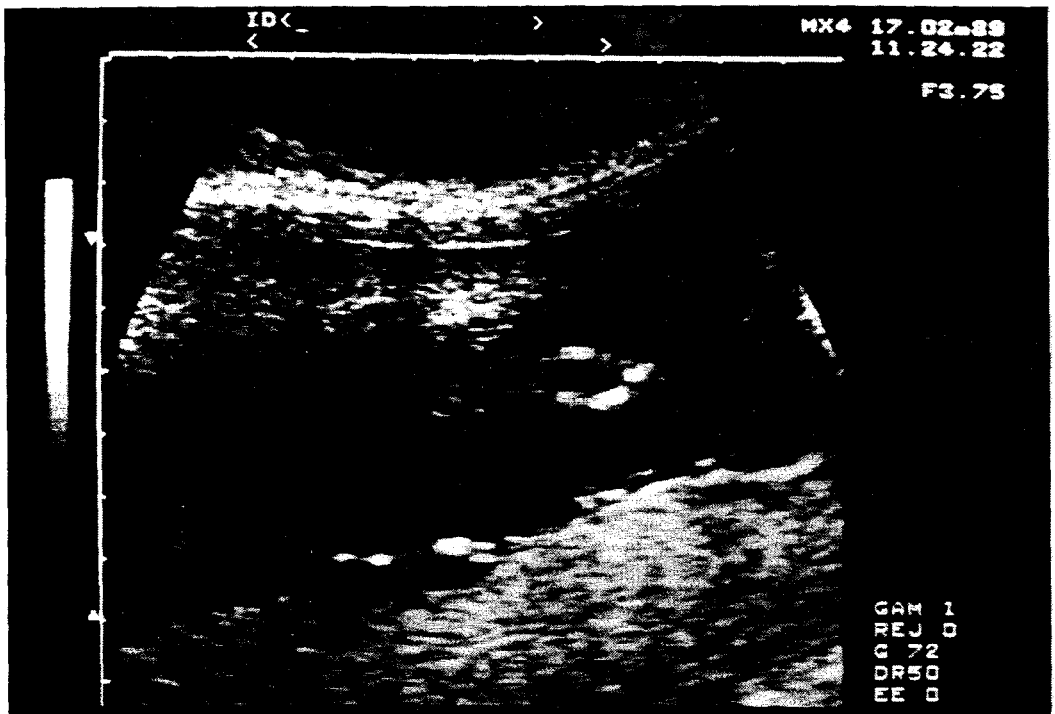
Extracción de vellosidades coriales bajo guía ultrasónica: a) localización de la placenta. b) Pinza de extracción guiada por ecografía. (Fotografías cedidas por Alegre M. y Sostoa M., Diagnosic Prenatal. Barcelona).
